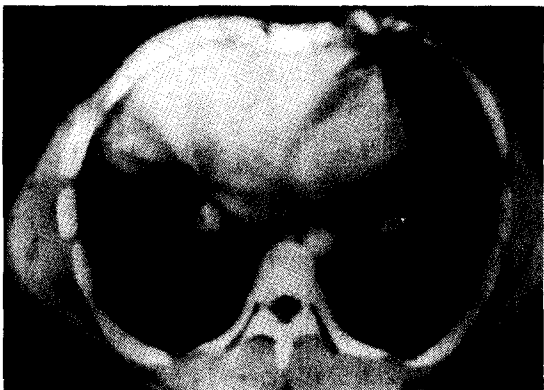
전산화 흉부단층촬영상 우측 폐용적의 감소가 있으며 이상 혈관(화살표)이 하대 정맥에 연결되고 있다.
